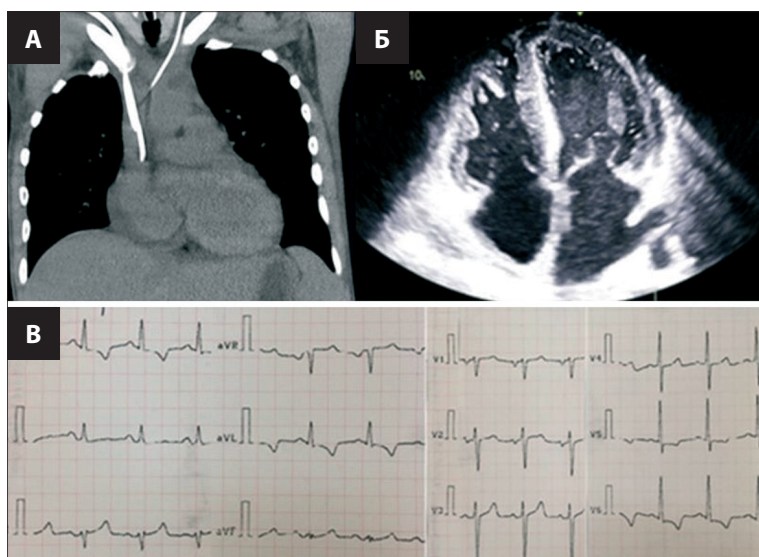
А – МСКТ ОГК после перикардиоцентеза; Б – ЭхоКГ после перикардиоцентеза; В – ЭКГ после перикардиоцентеза
